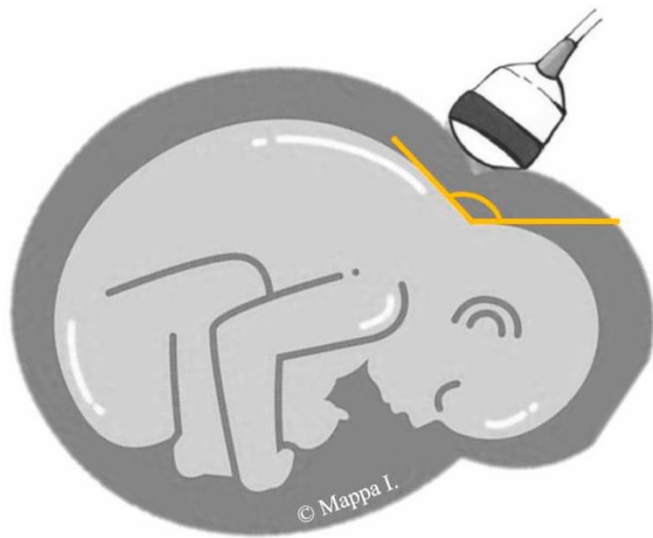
Representación esquemática de la medición de OSA y la imagen de ultrasonido correspondiente. (Transductor colocado longitudinalmente a nivel suprapúbico y movilizar y orientar el transductor para visualizar la columna cervical y el occipucio fetal).
